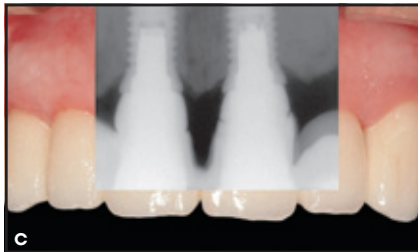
(a, c und e) Röntgenbilder von Patienten, bei denen Implantate mit Platform-Switching im Bereich der zentralen Schneidezähne gesetzt wurden. Die Knochenspitze zwischen den Implantaten ist erkennbar. (b, d und f) Definitive Versorgung mit einem guten ästhetischen Resultat.
